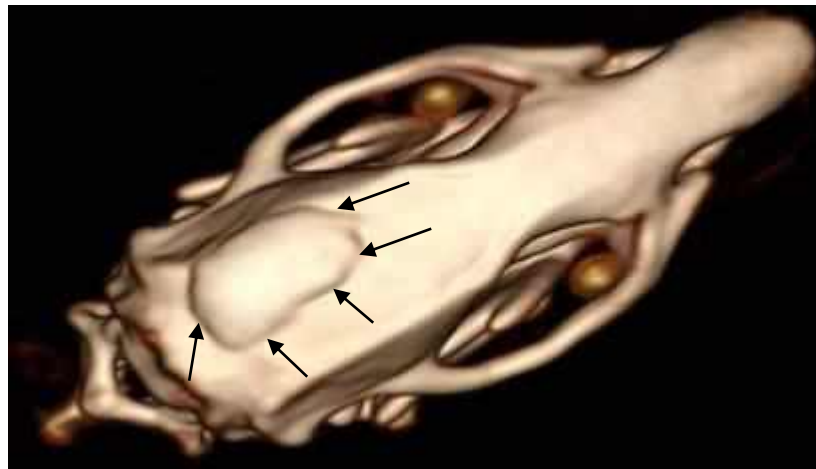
МСКТ-дослідження у експериментальній групі 5
